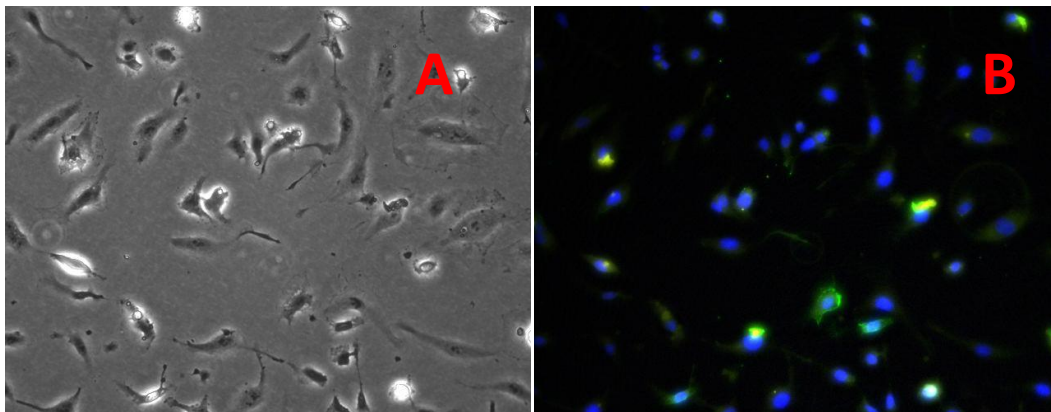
Fluoreszenzmikroskopische Aufnahme von Annexin-V-FITC/PI gefärbten Zellen (HUVEC). (A) Phasenkontrast; (B) Zusammenführung der Kanäle (FITC, PI, Hoechst 33342). Bestrahlung mit 12Gy Röntgenstrahlung nach einer Inkubation von 24 Stunden. (Vergrößerung: 200x)
